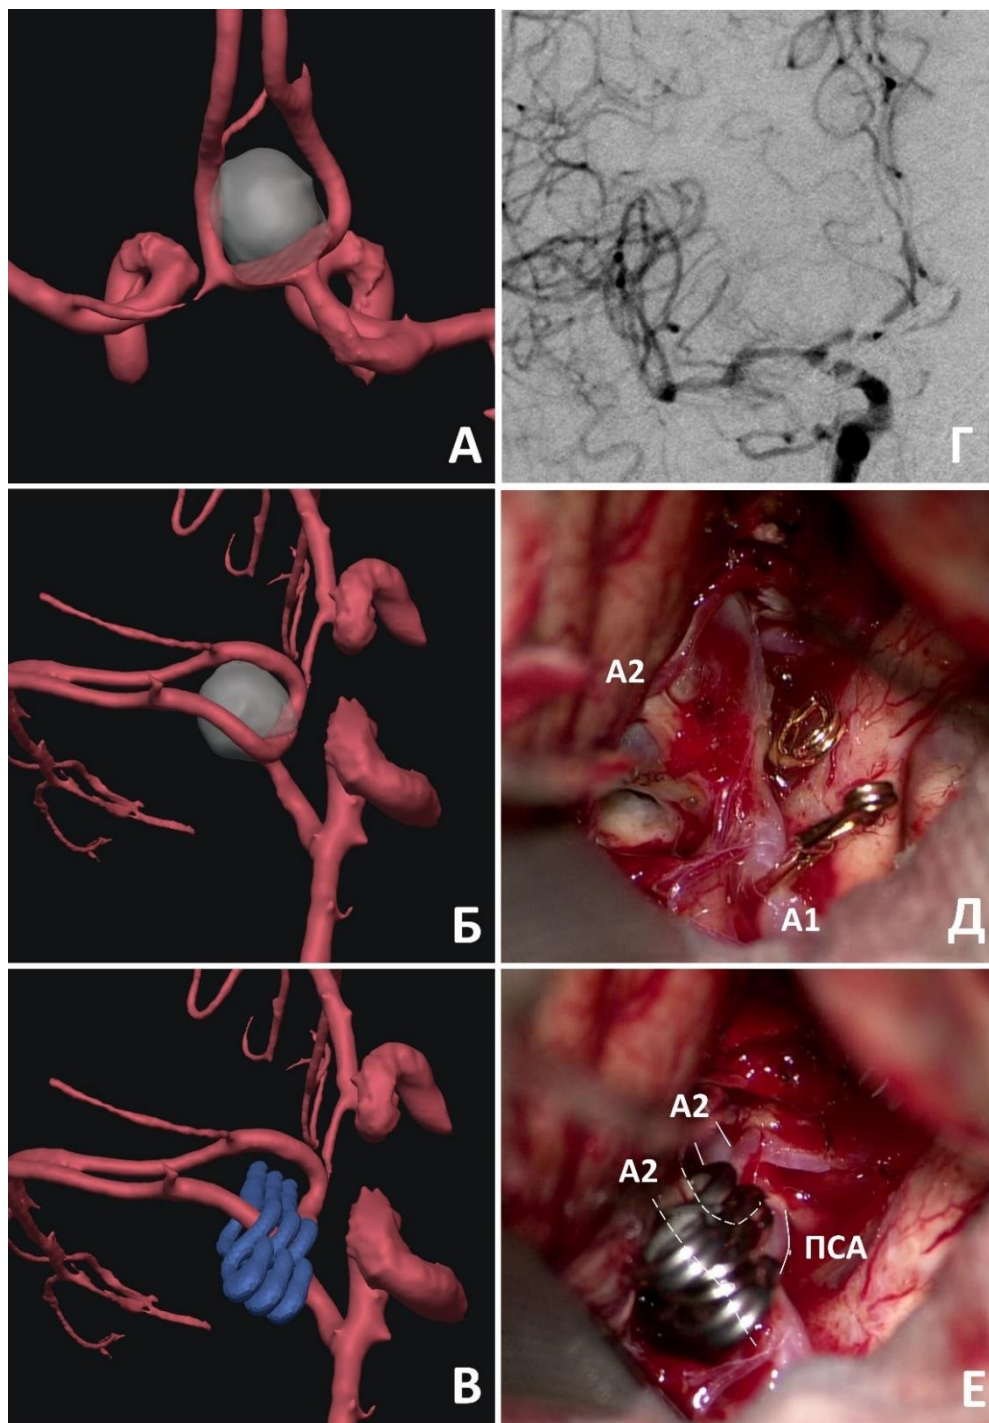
Клипирование крупной аневризмы верхнего расположения методом обратного частотокола. А, Б – сегментация артерий и аневризмы по данным КТ-ангиографии, вид сзади (А) и справа (Б), аневризма полупрозрачная для визуализации распространения шейки; В – 3Д-модель демонстрирующая схему клипирования; Г – контрольная ЦАГ; Д, Е – интраоперационные фото до и после клипирования; пунктирной линией изображены сегменты артерий, сформированные клипсами
